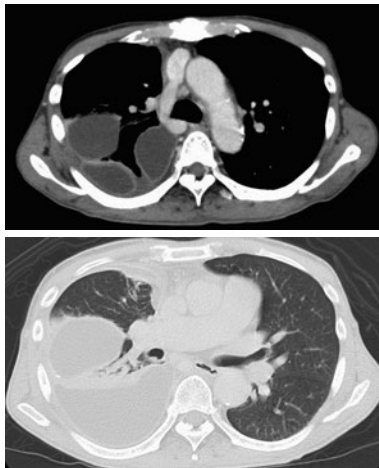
入院時胸部造影 CT 検査. 右胸腔内に被包化された多房性の胸水貯留を認める.
